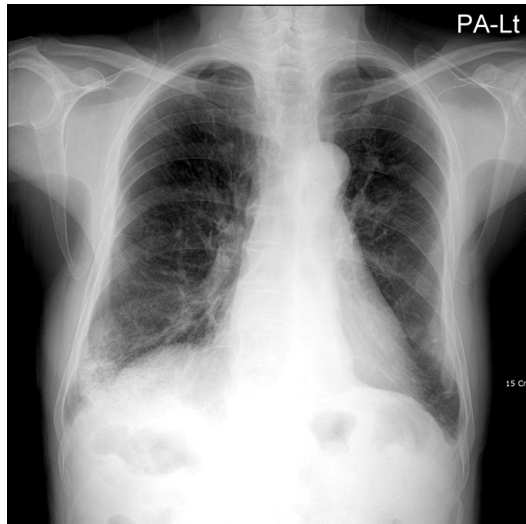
Chest X-ray findings. An airspace opacity was found in the right lower lung.
